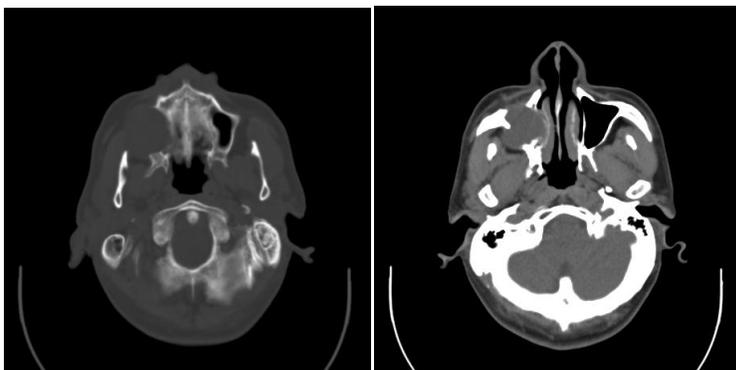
tomografía computada que muestra un mucocelo en el seno maxilar derecho, con destrucción de las paredes óseas del antro.
